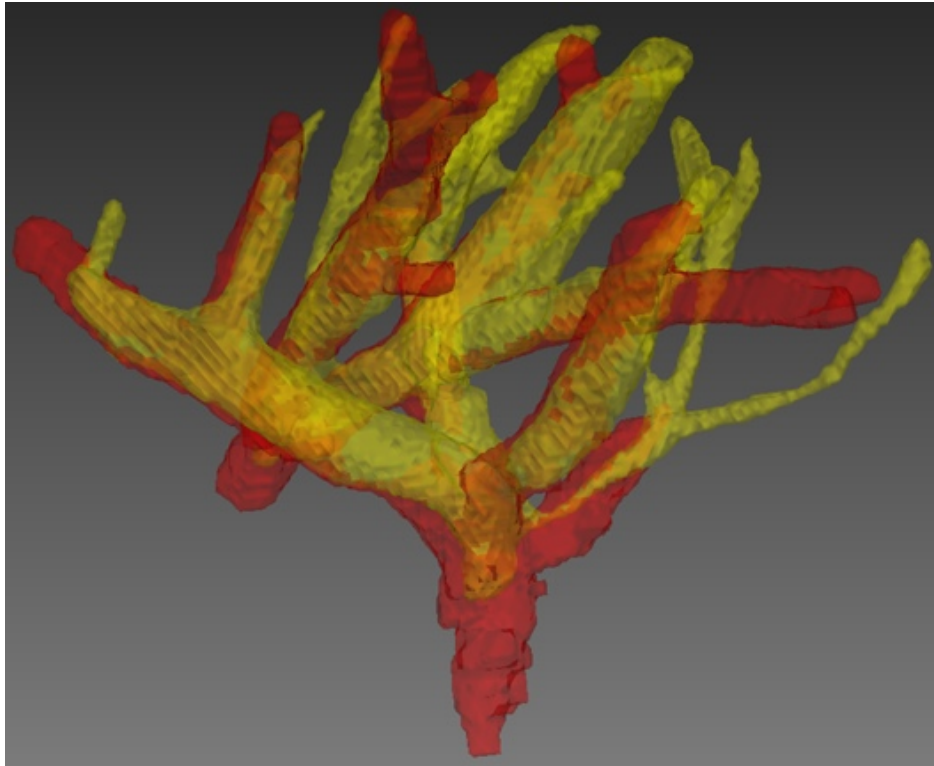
Oberflächenvisualisierung von Gefäßstrukturen aus der kombinierten B-Mode- (rot) und Power-Doppler-Segmentierung (gelb). Quelle: [KLDW12]
